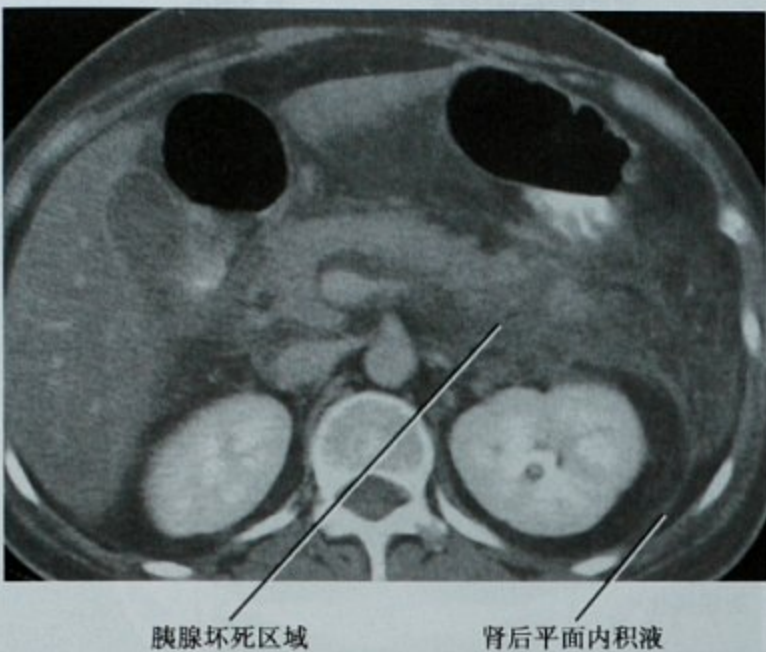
增强 CT 横断位图像,坏死性胰腺炎患者,显示液体积聚在肾后筋膜(肾后平面)深浅两层筋膜间,部分胰腺实质未强化,提示坏死
